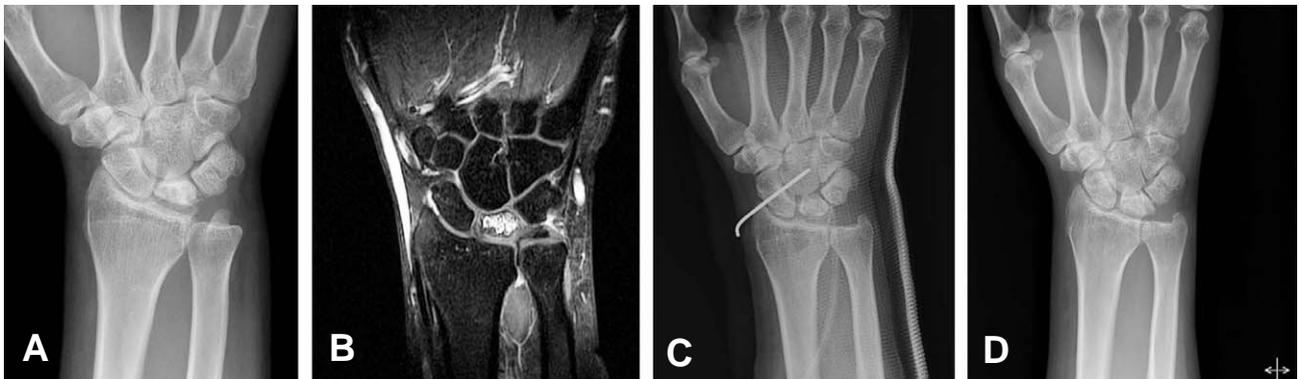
(A) The preoperative radiograph of 46 year-old woman with left wrist pain for 10 years showed sclerotic collapsed lunate (Lichtman stage IIIB). (B) Fat-suppressed T1-weighted Gd-enhanced coronal MR image showed necrotic, collapsed lunate with cystic change. (C) Postoperative radiograph (D) Radiograph at 65 months after operation revealed incorporated graft without any further collapse.
